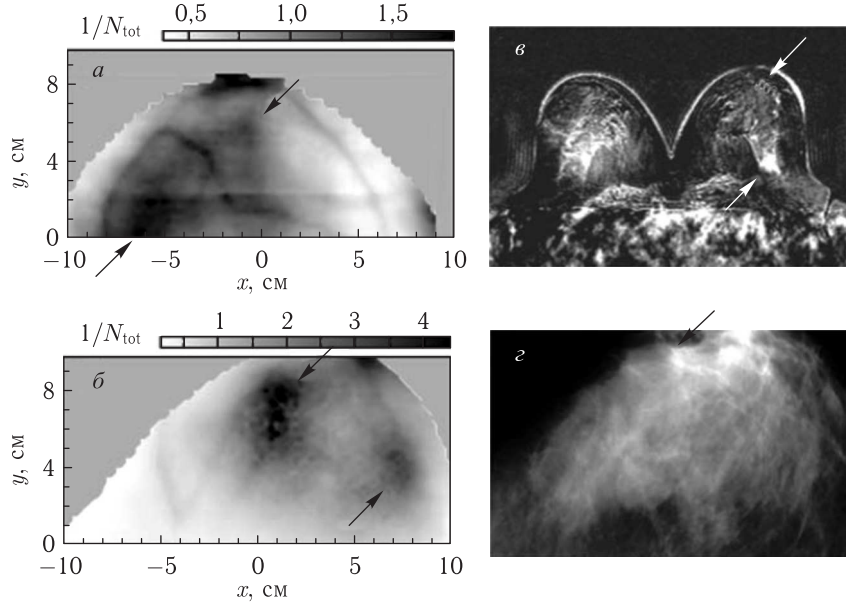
Маммограммы пациентки с многополюсной карциномой протоков, показанной на изображениях стрелками: оптическая маммограмма левой молочной железы в кранио-каудальной проекции (проекция голова – нижняя часть туловища) (а); соответствующая срединно-боковая проекция (б); магнитно-резонансная маммограмма (поперечный срез) (в); рентгеновская маммограмма левой молочной железы в срединно-боковой проекции (г). Оптическая маммограмма представлена в виде обратного значения полного числа детектируемых фотонов $1/N_{\text{tot}}$ на длине волны 670 нм. Рентгеновская маммограмма не показывает карциному вблизи стенки грудной клетки [594]
